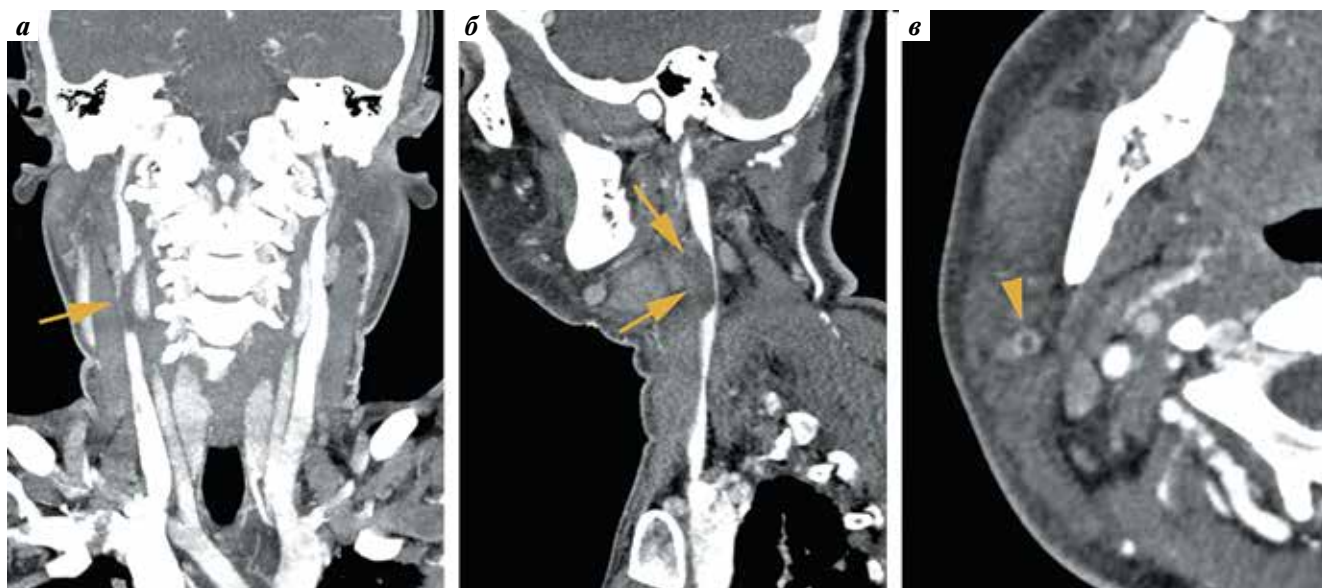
Компьютерные томограммы сосудов шеи с контрастным усилением в плоскостях: корональной в проекции максимальной интенсивности (а), сагиттальной (б) и аксиальной (в). В просвете внутренней яремной вены справа имеется дефект наполнения на протяжении 30 мм — пристеночный тромб (показан стрелкой); в просвете наружной яремной вены тромб протяженностью 25 мм с признаками флотации (головка стрелки)
